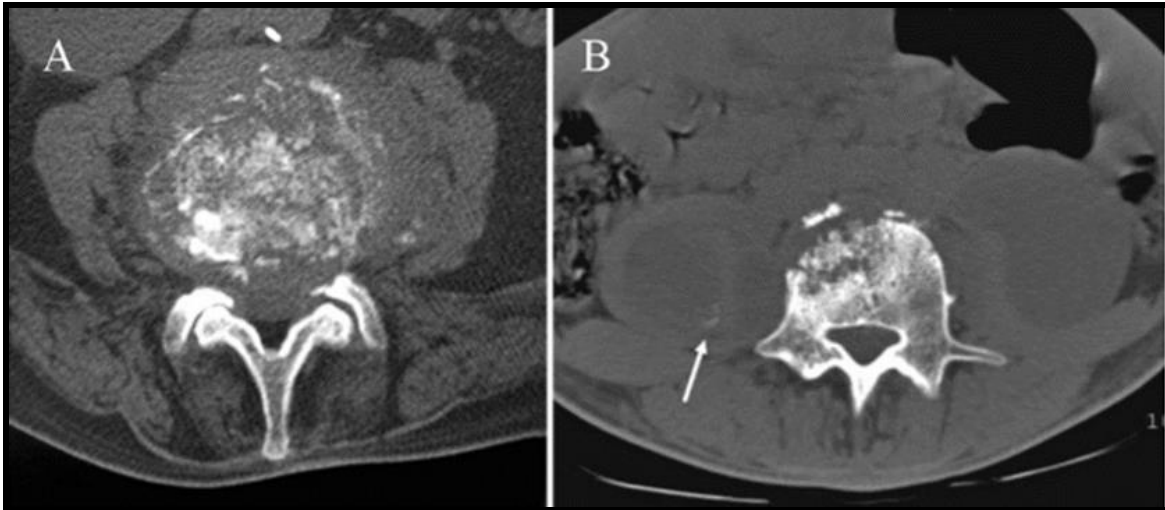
Hallazgos TAC en paciente con "Mal de Pott": (A) Lesión vertebral sugestiva de TB, (B) Absceso paraespinal.
